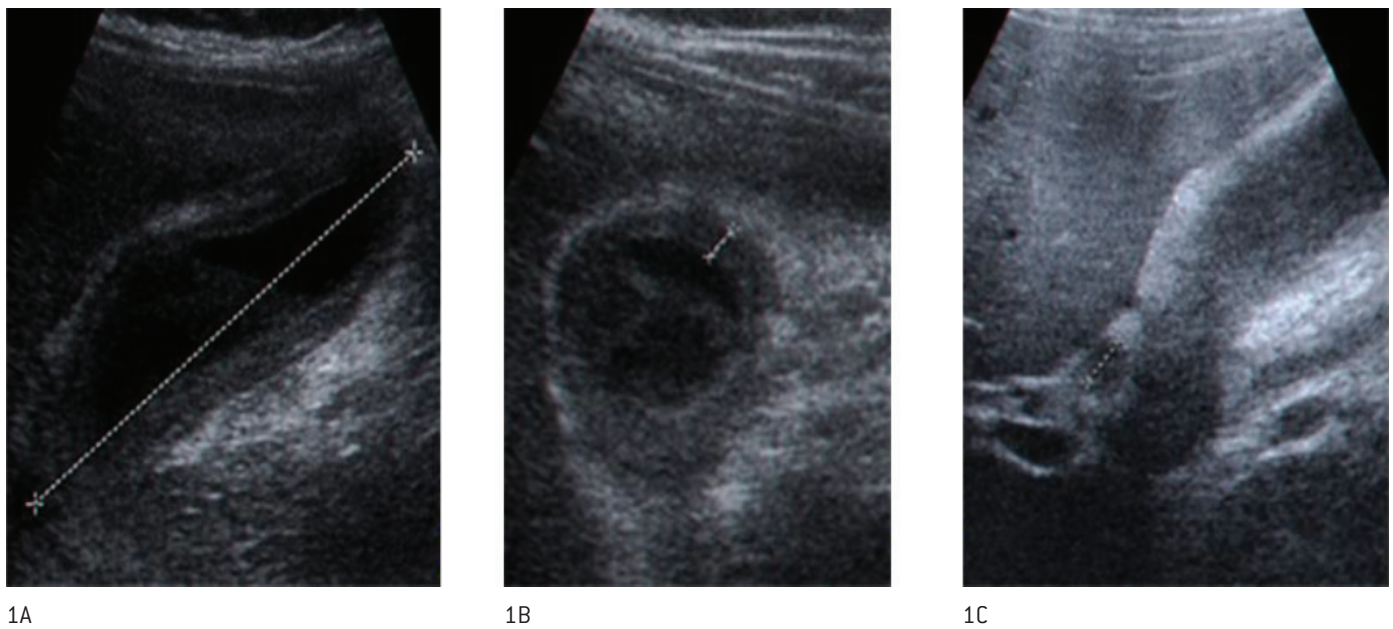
Ecografia da vesícula biliar evidenciando colecistite acalculosa aguda.
